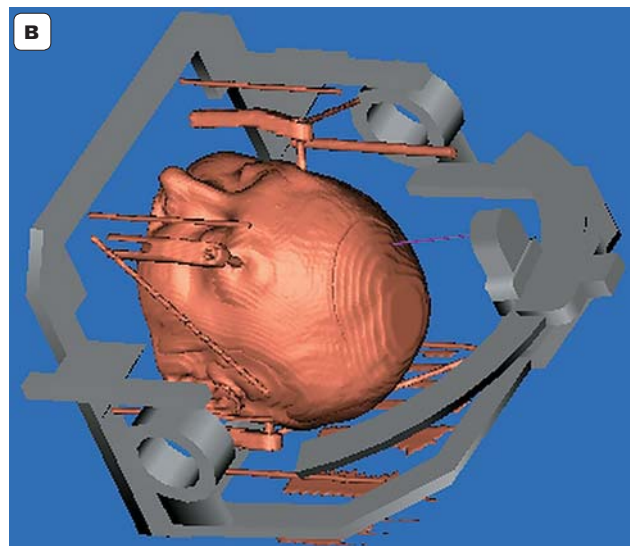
Диффузная глиома правой островковой области. а – КТ головного мозга, при которой опухоль по характеристикам практически не отличается от мозгового вещества; б – МРТ головного мозга в режиме T1 после контрастного усиления. Опухоль имеет гипоинтенсивный МР-сигнал в режиме T1 с лучшим по сравнению с КТ определением ее границы, мишени забора материала и траектории; в – 3D-модель смоделированной траектории забора материала; г, д – траектория забора материала кпереди от центральных извилин вне глубоких критических и сосудистых структур мозга, представленная на МРТ-реформатах.
